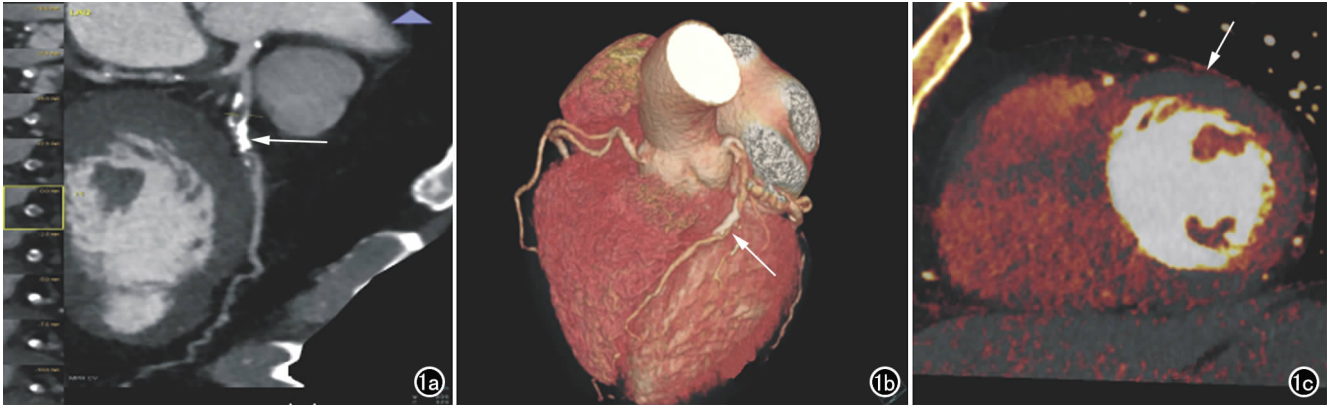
1 例 58 岁男性患者的双能量 CTA 图像。a) 左前降支多平面重组图像示左前降支近段多发混合斑块(箭),管腔重度狭窄; b) 左前降支容积再现图像示左前降支近段钙化斑块(箭); c) 左室短轴位心肌灌注碘图示左室前壁(左前降支供血区域)可见明显灌注缺损区(箭)。
